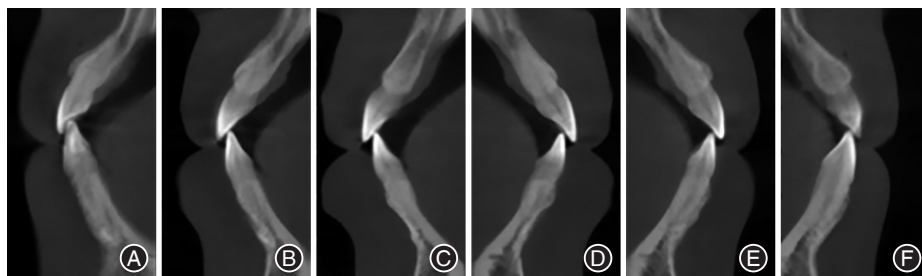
骨性Ⅲ类垂直生长型患者治疗后下前牙区锥形束CT(CBCT)影像 A:43牙;B:42牙;C:41牙;D:31牙;E:32牙;F:33牙。
